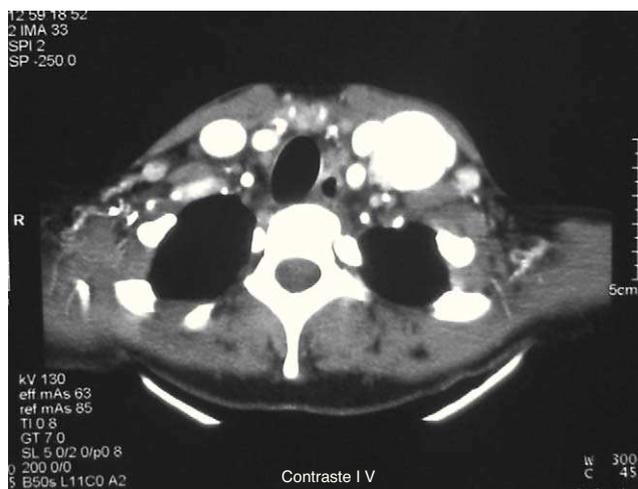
TAC cervical con contraste.
